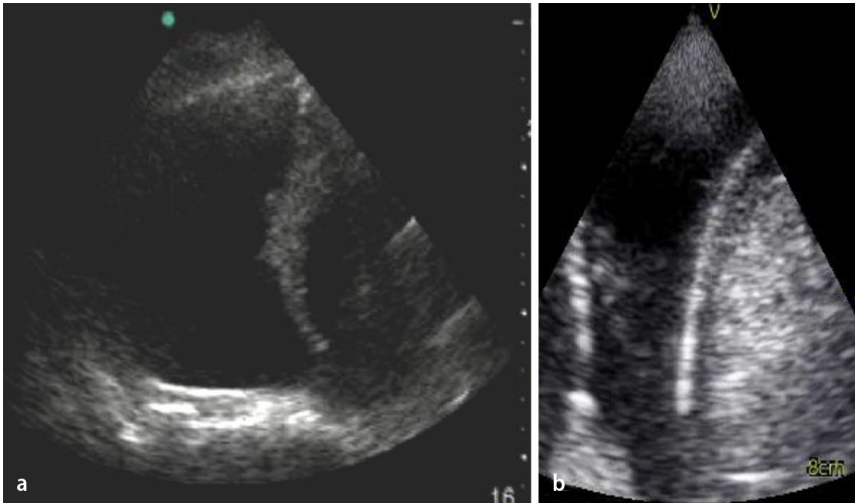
▲ Lungensonographie bei akuter, schwerer Dyspnoe, Befunde zu Fall 5. a rechte Flanke, b linke Flanke
